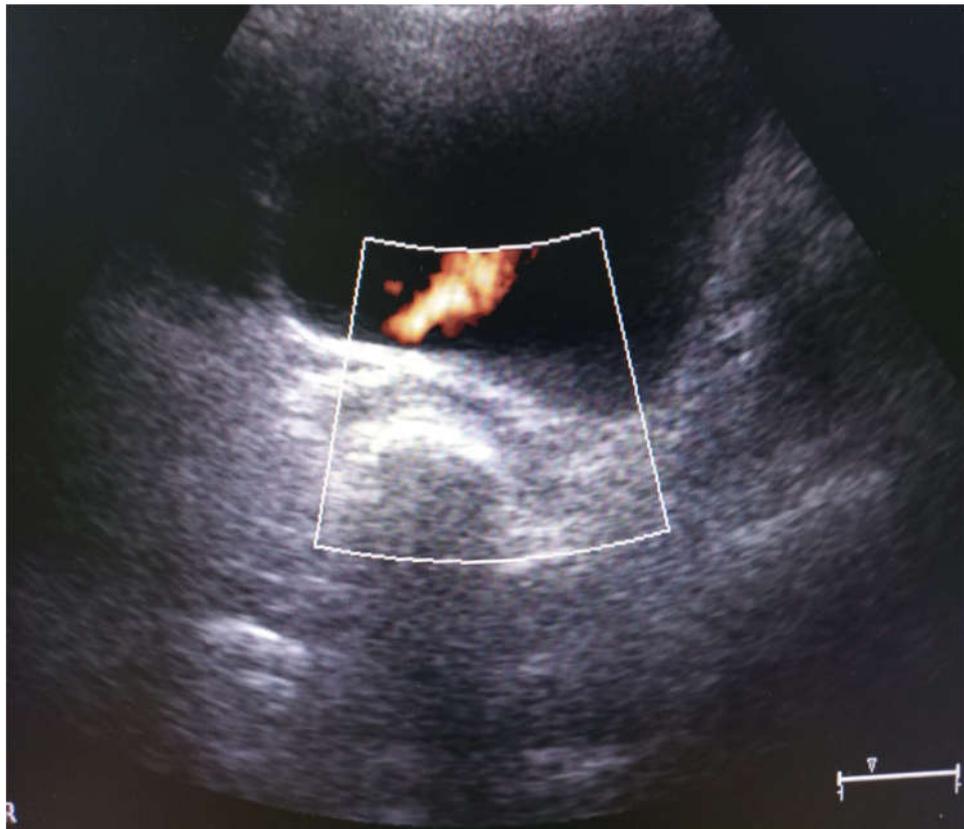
УЗИ мочевого пузыря с ЦДК выброса мочи из устья правого мочеточника на фоне ФСП у беременной П., 23 лет (подгруппа О): левая почка заблокирована
